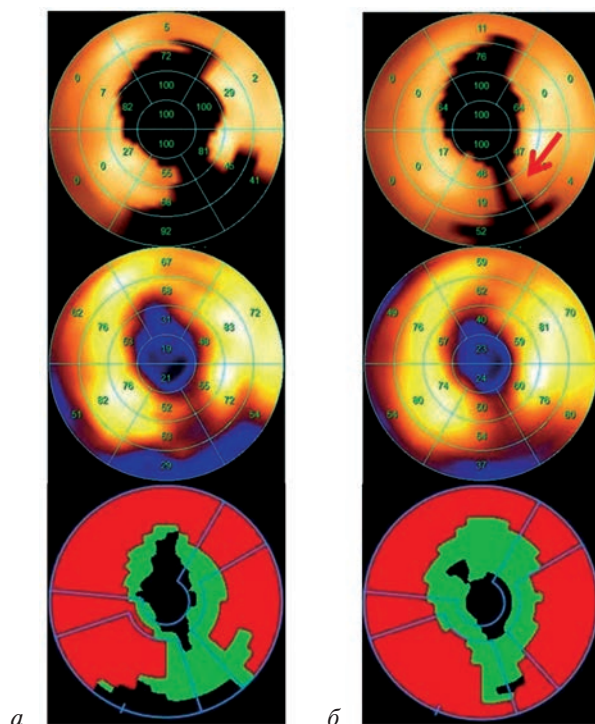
Синхро-ОФЭКТ миокарда пациента Г. до (а) и после операции (б), стрелкой указано улучшение перфузии в области задней, заднебоковой стенок ЛЖ
